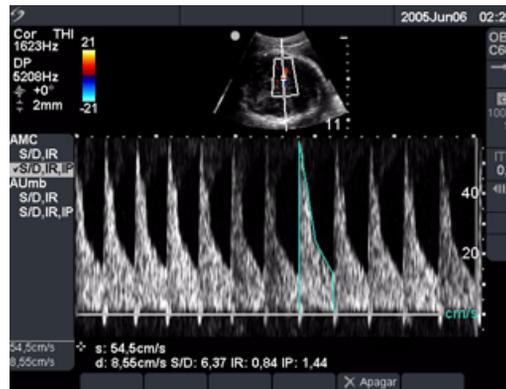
Cálculo de OB Doppler
